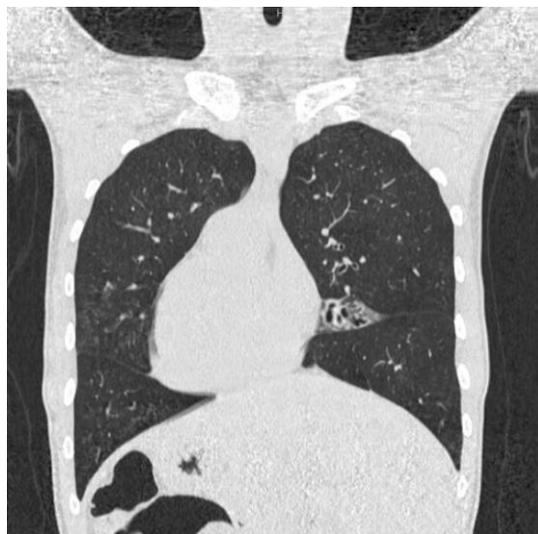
Tomografia Computadorizada de Tórax evidenciando situs inversus total, com coração e arco aórtico à direita, fígado à esquerda e baço à direita; atelectasia no segmento lingular, com redução volumétrica e bronquiectasias de tração.
